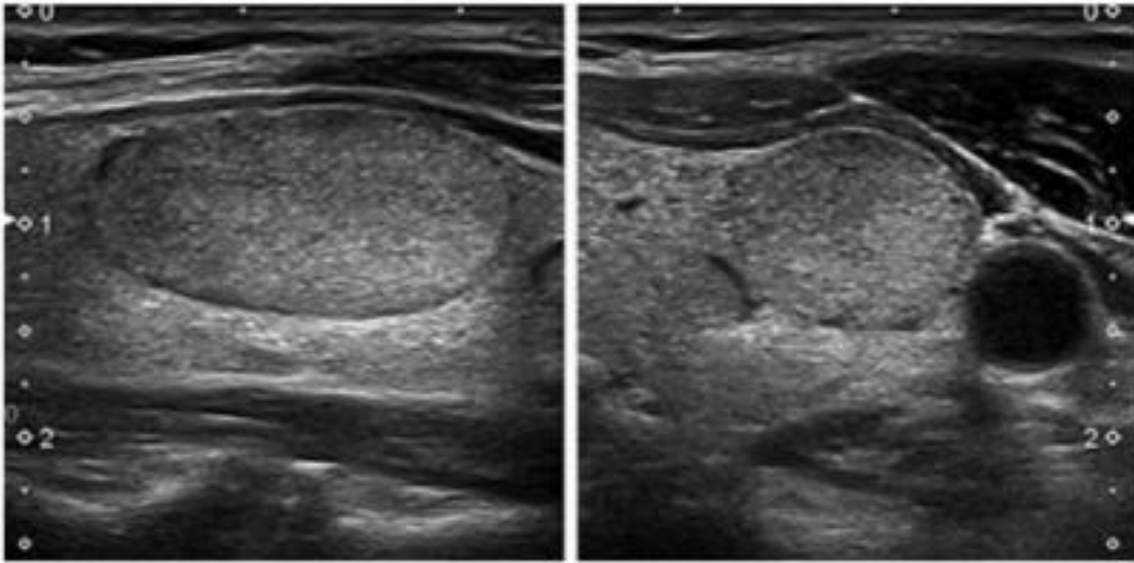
Aspect échographique EU-TIRADS 3 : Nodule iso-échogène à faible risque avec une forme ovale et des marges lisses sans caractéristiques à haut risque. Coupe Longitudinale (gauche) et coupe transversale (droite) (159)
